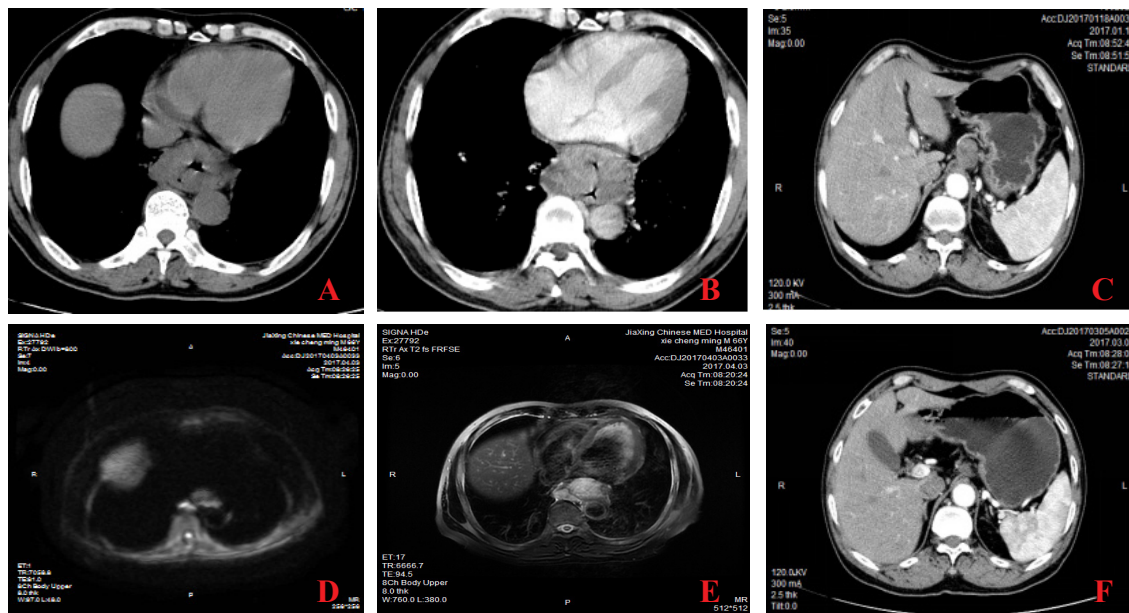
男, 59 岁。食道下端神经内分泌癌 (G3) A、B. 平扫及增强静脉期, 肿瘤位于食道下端, 形态不规则, 密度不均, 增强后病灶灶灶明显不均匀强化。C. 胃小弯旁见淋巴结转移。D. T2WI 肿瘤呈高信号。E. DWI 肿瘤弥散受限呈高信号。F. 化疗后复查, 转移淋巴结明显缩小
